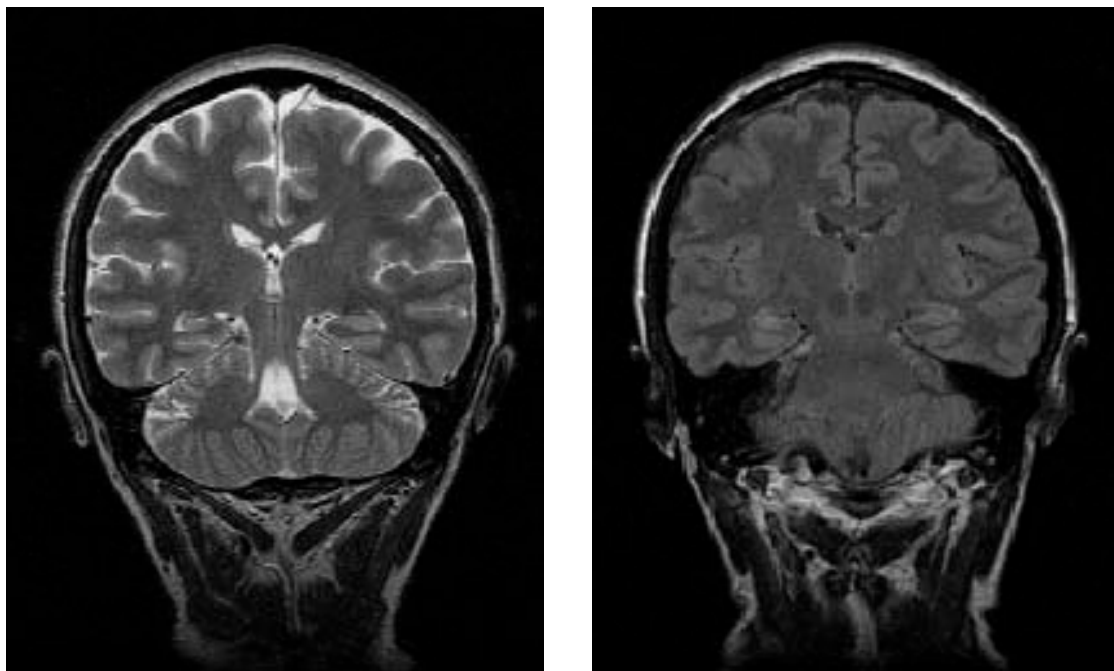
RM cerebral, en esclerosis del hipocampo derecho, corte coronal perpendicular al hipocampo. La secuencia T2 (A) muestra disminución de tamaño y pérdida de la estructura
